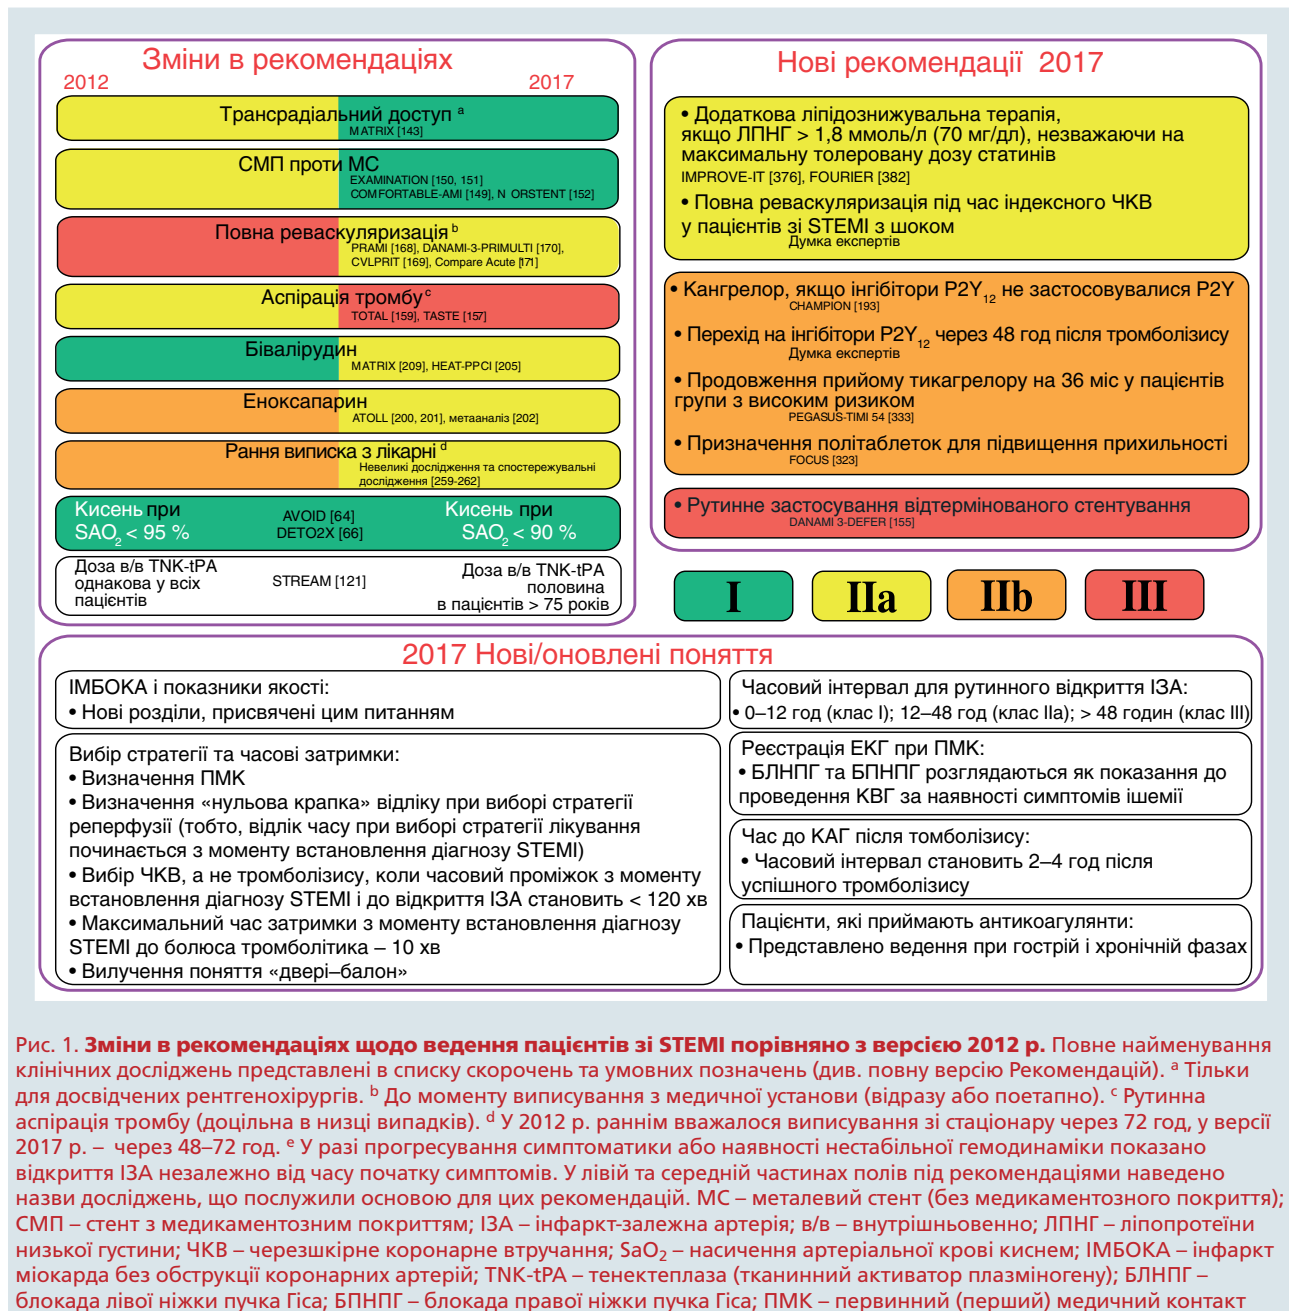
Зміни в рекомендаціях щодо ведення пацієнтів зі STEMI порівняно з версією 2012 р. Повне найменування клінічних досліджень представлені в списку скорочень та умовних позначень (див. повну версію Рекомендацій). <sup>a</sup> Тільки для досвідчених рентгенохірургів. <sup>b</sup> До моменту виписування з медичної установи (відразу або поетапно). <sup>c</sup> Рутинна аспірація тромбу (доцільна в низці випадків). <sup>d</sup> У 2012 р. раннім вважалося виписування зі стаціонару через 72 год, у версії 2017 р. – через 48–72 год. <sup>e</sup> У разі прогресування симптоматики або наявності нестабільної гемодинаміки показано відкриття ІЗА незалежно від часу початку симптомів. У лівій та середній частинах полів під рекомендаціями наведено назви досліджень, що послужили основою для цих рекомендацій. МС – металевий стент (без медикаментозного покриття); СМП – стент з медикаментозним покриттям; ІЗА – інфаркт-залежна артерія; в/в – внутрішньовенно; ЛПНГ – ліпопротеїни низької густини; ЧКВ – черезшкірне коронарне втручання; SaO<sub>2</sub> – насичення артеріальної крові киснем; ІМБОКА – інфаркт міокарда без обструкції коронарних артерій; TNK-tPA – тенектеплаза (тканинний активатор плазміногену); БЛНПГ – блокада лівої ніжки пучка Гіса; БПНПГ – блокада правої ніжки пучка Гіса; ПМК – первинний (перший) медичний контакт
